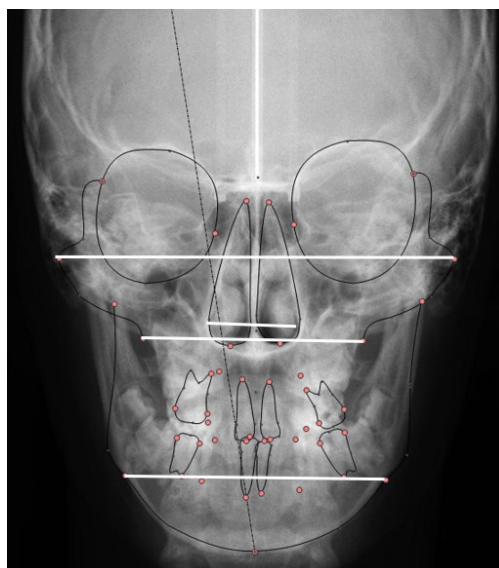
Telerradiografia em norma frontal com as respectivas medidas transversais.
